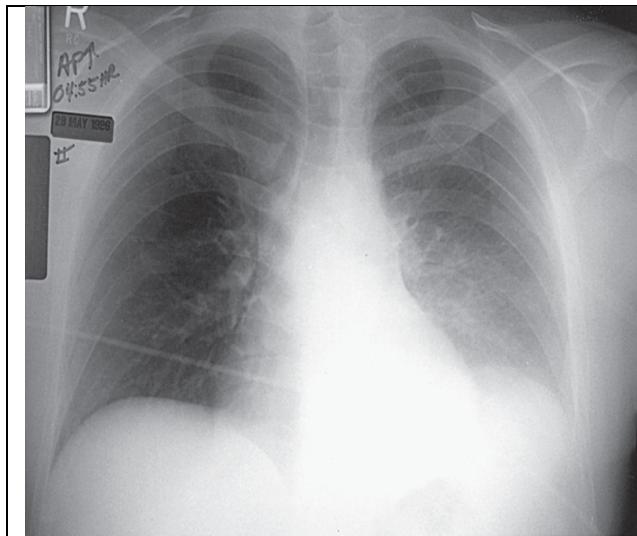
Radiographie thoracique de face, doute sur la présence d'épanchement pleural liquidien gauche
